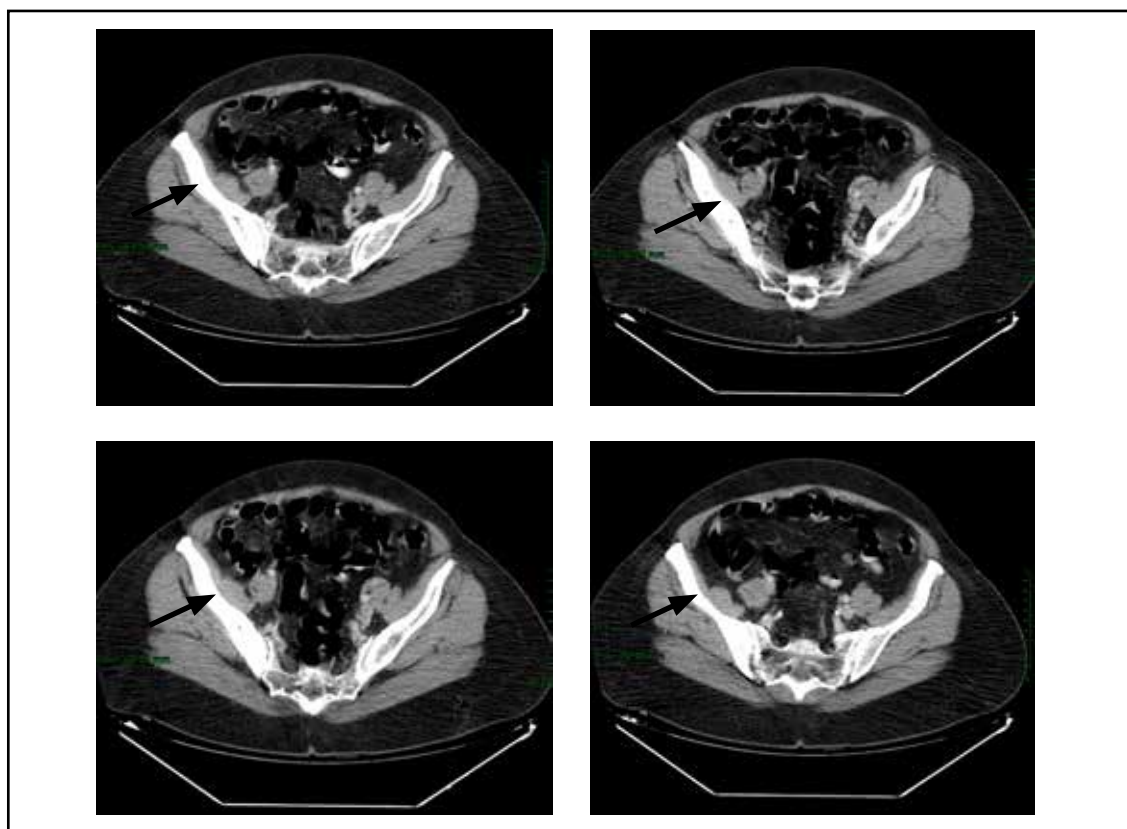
Esclerosis de hueso íliaco derecho visualizado por tomografía computarizada. Hallazgo incidental
